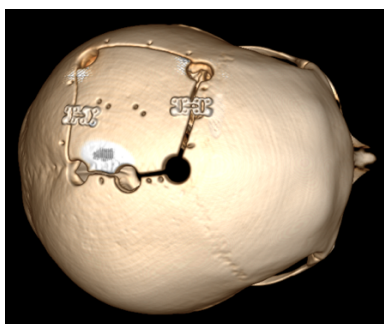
3D модель післяопераційного комп'ютерно – томографічного дослідження.
